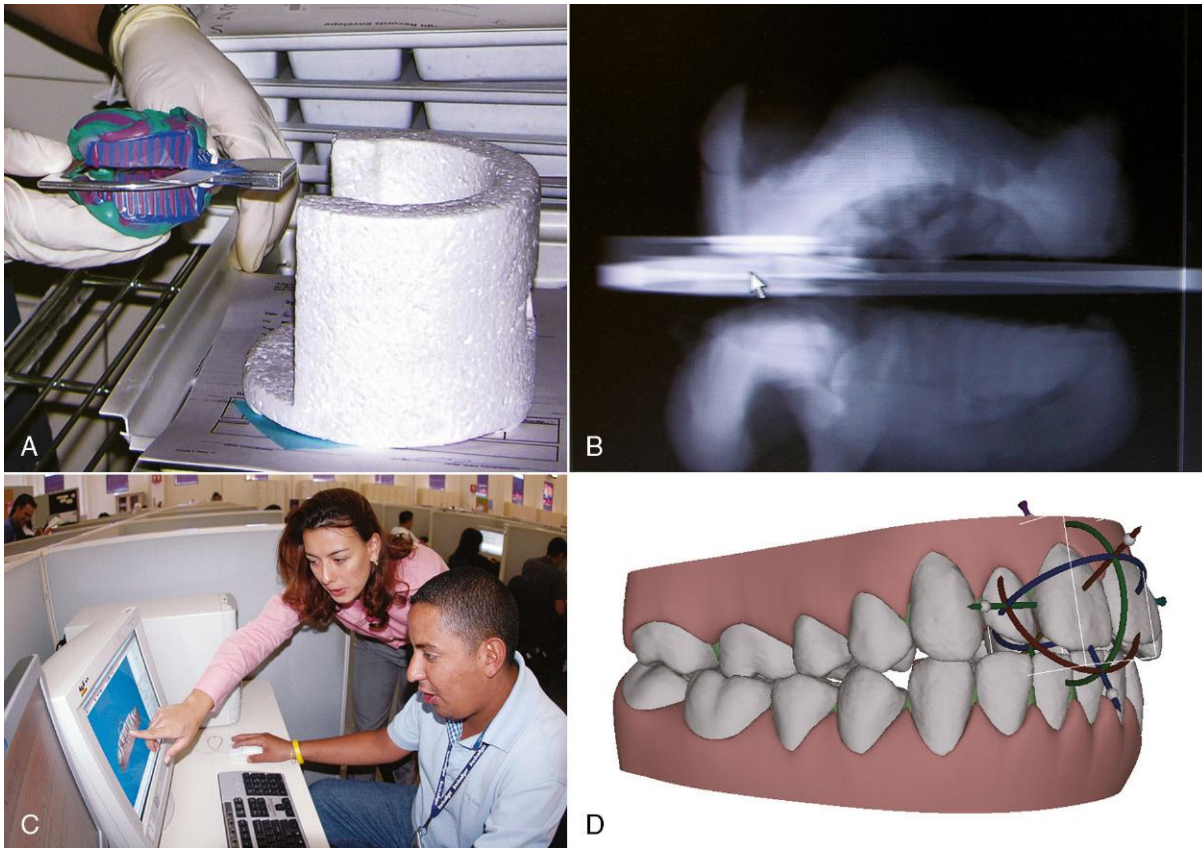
A. El primer paso en la fabricación de una serie de alineadores mediante la tecnología informática de Invisalign consiste en realizar una TC de las impresiones enviadas por el médico. Las impresiones se introducen en un recipiente especial y después en el escáner de TC. B. De este modo se obtiene una imagen digital tridimensional muy exacta que se transmite a un centro tecnológico constituido totalmente por estaciones informáticas de trabajo. C. En esta fotografía, el técnico sentado delibera con uno de los asesores ortodóncicos mientras visualizan las arcadas dentales digitalizadas en la pantalla del ordenador. D. Utilizando el programa informático del fabricante se puede generar y representar el movimiento virtual de los dientes tal como se desee.
